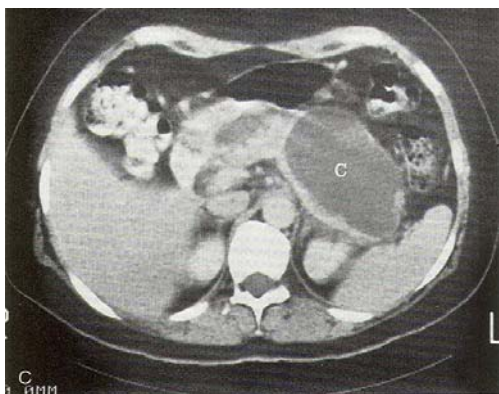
Aspect CT al unui pseudochist imatur de pancreas dezvoltat pe o pancreatită necrotică de etiologie biliară
